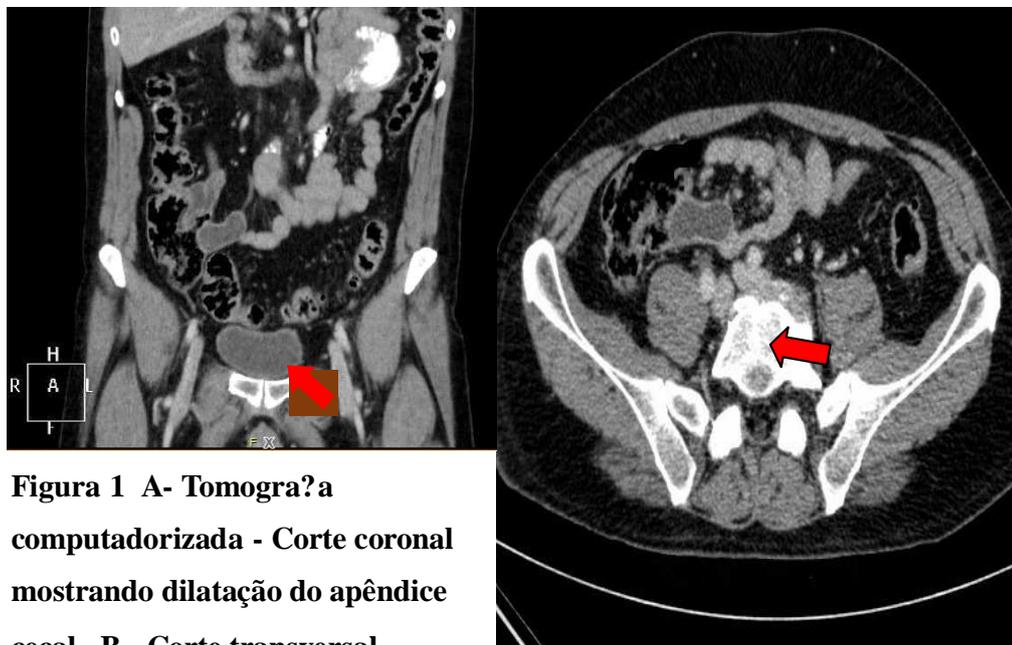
A- Tomografia computadorizada - Corte coronal mostrando dilatação do apêndice cecal. B - Corte transversal
